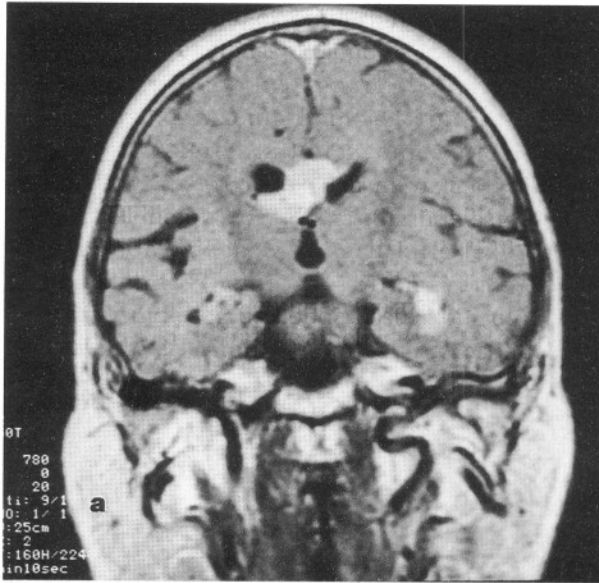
Olgu 11, a) sağ temporoparietal bölgede kistik ve katı kısımları olan tümöral (glioblastoma multiforme), b) hastanın dura üzerinden yapılan USG tetkikinde sınırları belirgin olmayan, heterojen görünümde, katı, hiperekojen tümör ve hipokojen kistler görülmektedir. Önce kiste USG eşliğinde ponksiyon yapılarak basınç azaltılmış sonra tümör çıkarılmıştır. Kist içindeki ponksiyon iğnesinin ucu okla gösterilmiştir (K:kist, T:tümör).
